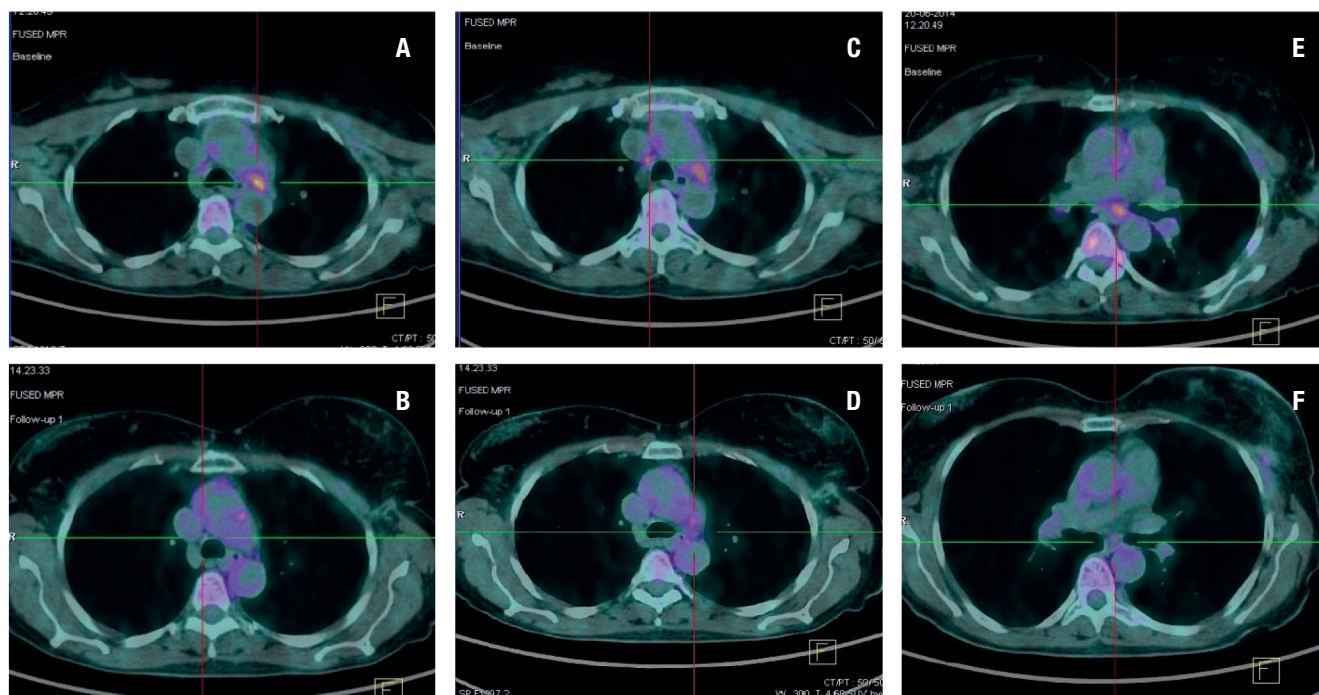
Presenza di linfadenomegalie mediastiniche (A, C, E) alla PET di luglio 2014, prima dell'inizio del trattamento con lapatinib + capecitabina, e assenza delle linfadenomegalie mediastiniche (B, D, F) alla PET di febbraio 2016.
